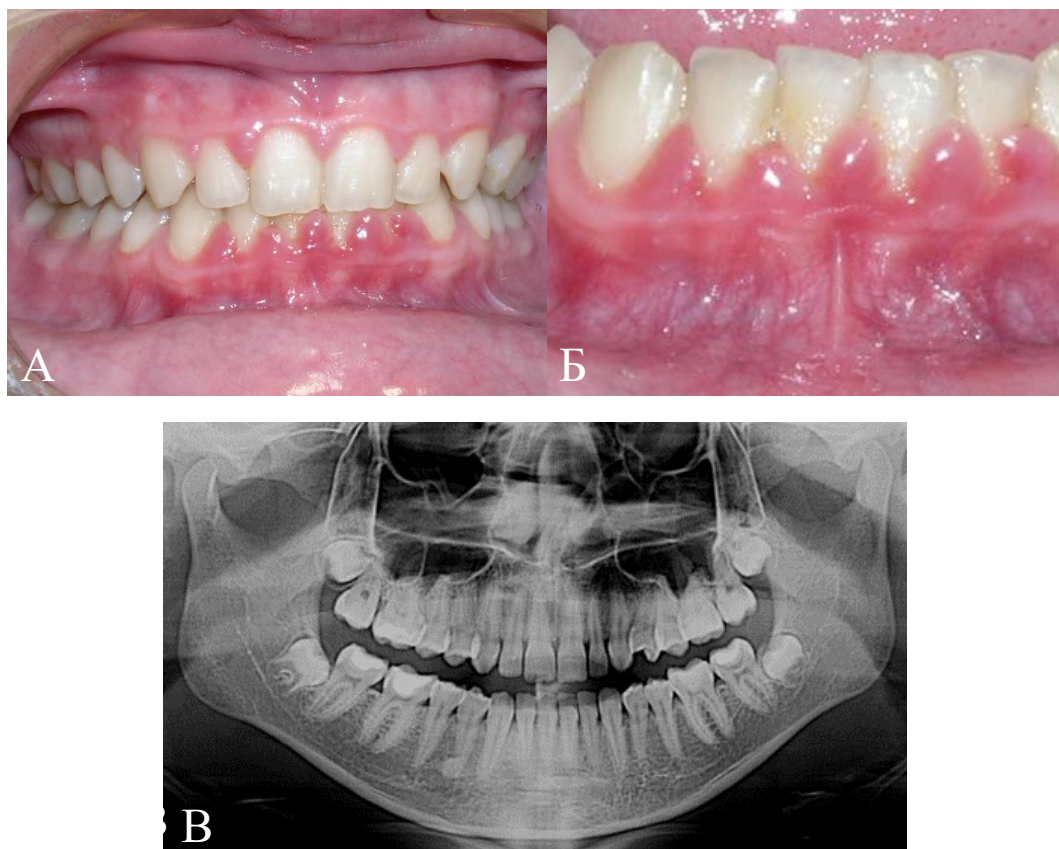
Фото вестибулярної поверхні зубів і ясен та панорамної рентгенографії
